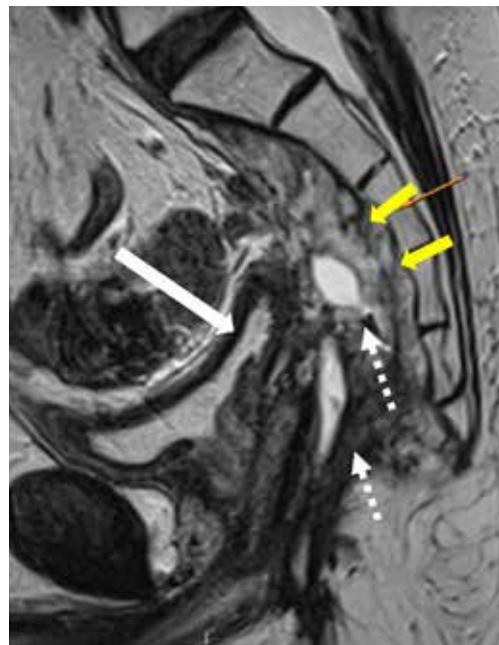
Corte sagital de resonancia magnética en corte sagital que muestra una RLCR tras operación de Miles, fistulizada al periné, retrayendo la vejiga hacia posterior (flecha blanca) y en contacto con la cara anterior del sacro (flechas amarillas). Se observan dos imágenes líquidas correspondientes a tumor abscedado y fistulizado al periné.
